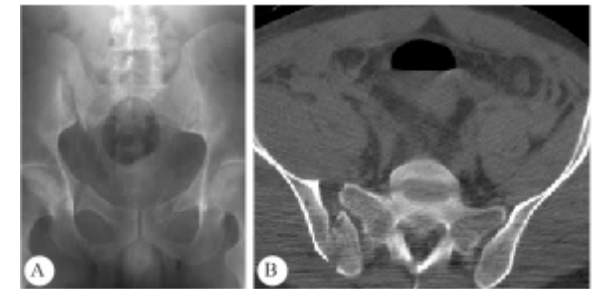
ⅢB 型骨折脱位术前骨盆正位 X 线(A)和骨盆 CT(B)
